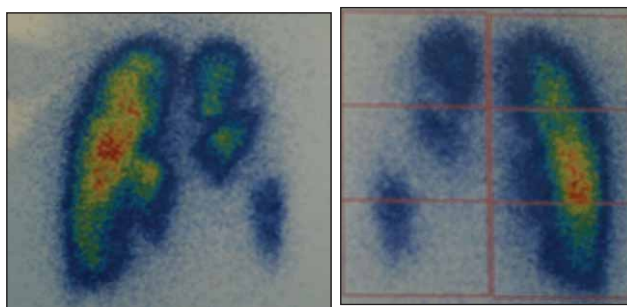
Pulmonary scintigraphy in patient O.
